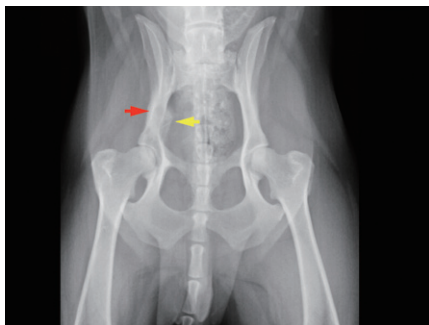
右骨盤股関節頭側に発生した線維肉腫症例の骨盤X線検査所見
